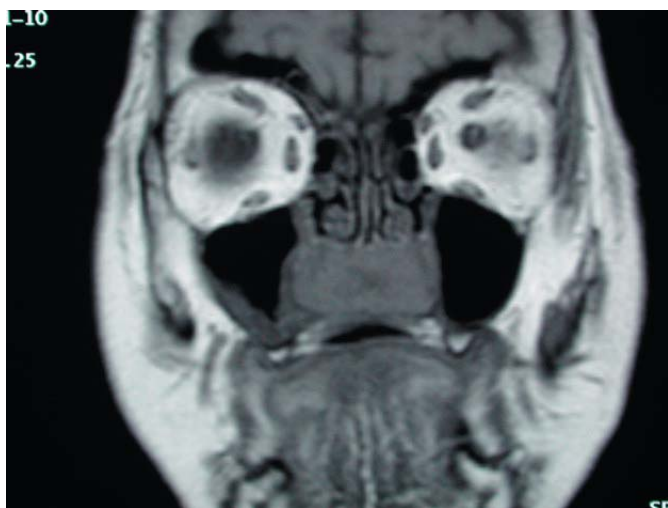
Resonancia magnética de un tumor de fosa nasal que se extiende desde la fosa nasal hacia las apófisis pterigoides.
